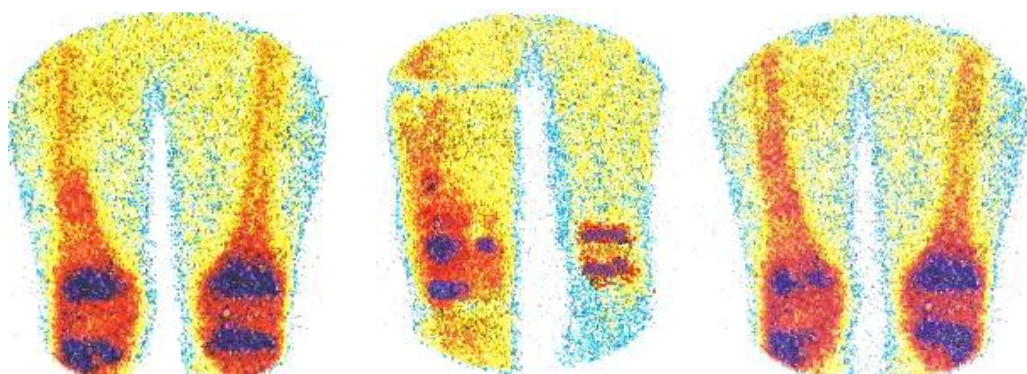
Сцинтиграммы, отражающие динамику накопления меченого технефора в регенерате дистального отдела бедренной кости.
